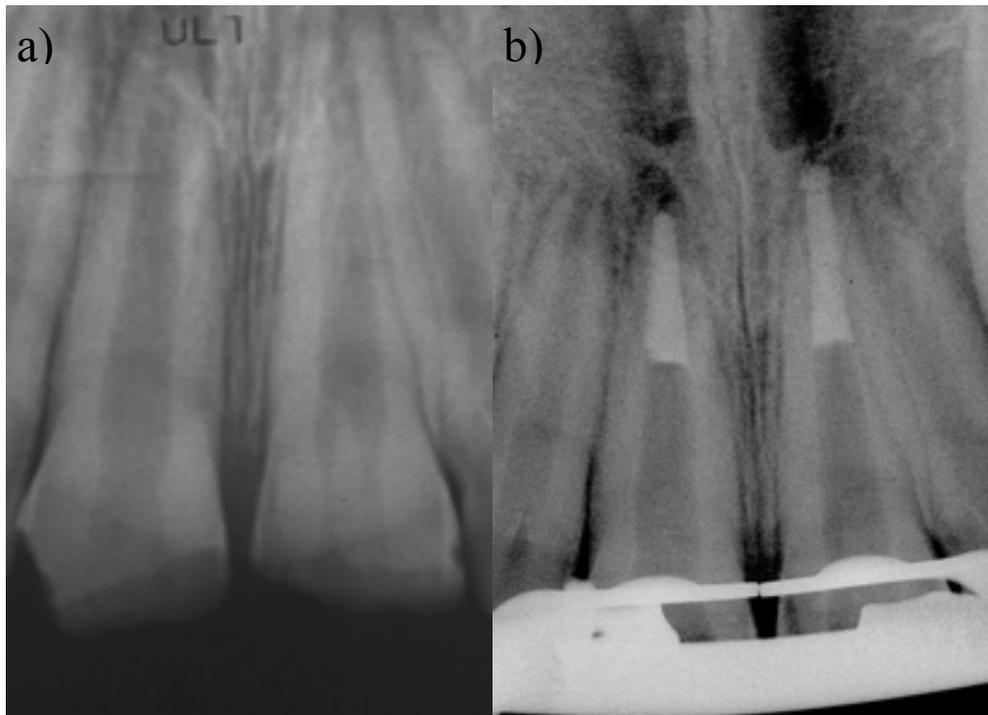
a) Radiografia periapical pré-operatória do dente 11 e 21, em 2007. b) Radiografia periapical do pós-operatório imediato do dente 11 e 21, em 2007 – Caso Clínico 3
